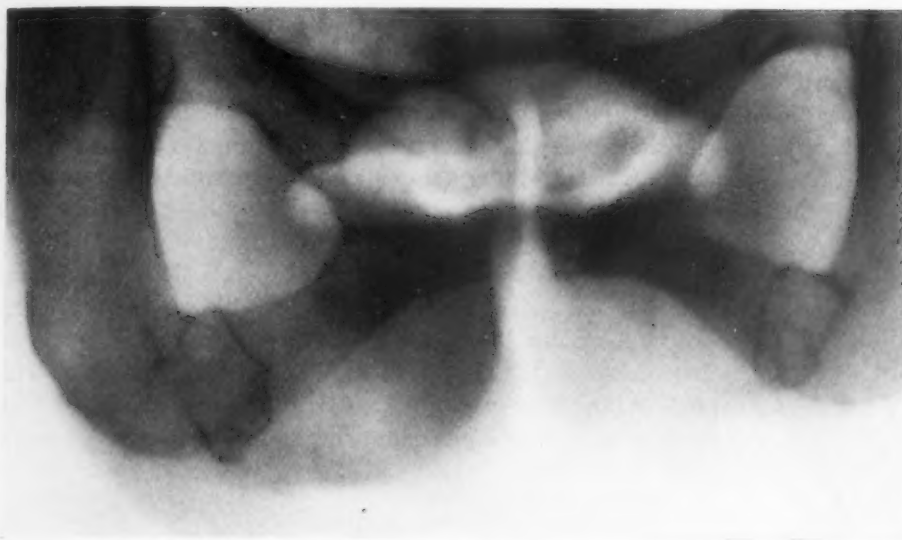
Starke Osteoporose. Durchgemachte symmetrische Umbauzonen beiderseits am Übergang vom absteigenden Schambeinast zum Sitzbein. Ein solcher Befund von anscheinend abgeschlossenen Umbauzonen sollte bei entsprechenden Beschwerden daran erinnern, daß die calciprive Osteopathie eine langwierige Krankheit ist und ein akuter Schub oft röntgenologisch ohne besondere neue Symptome verläuft. Deshalb ist in einem solchen Falle entsprechende Behandlung durchzuführen.
